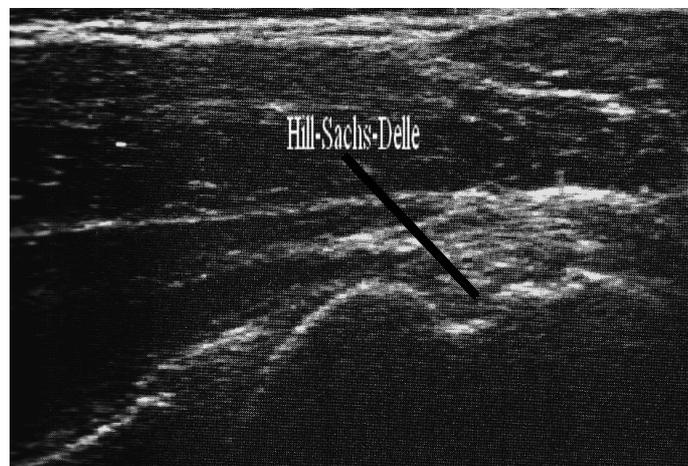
Sonographie der Schulter mit Hill-Sachs-Delle
